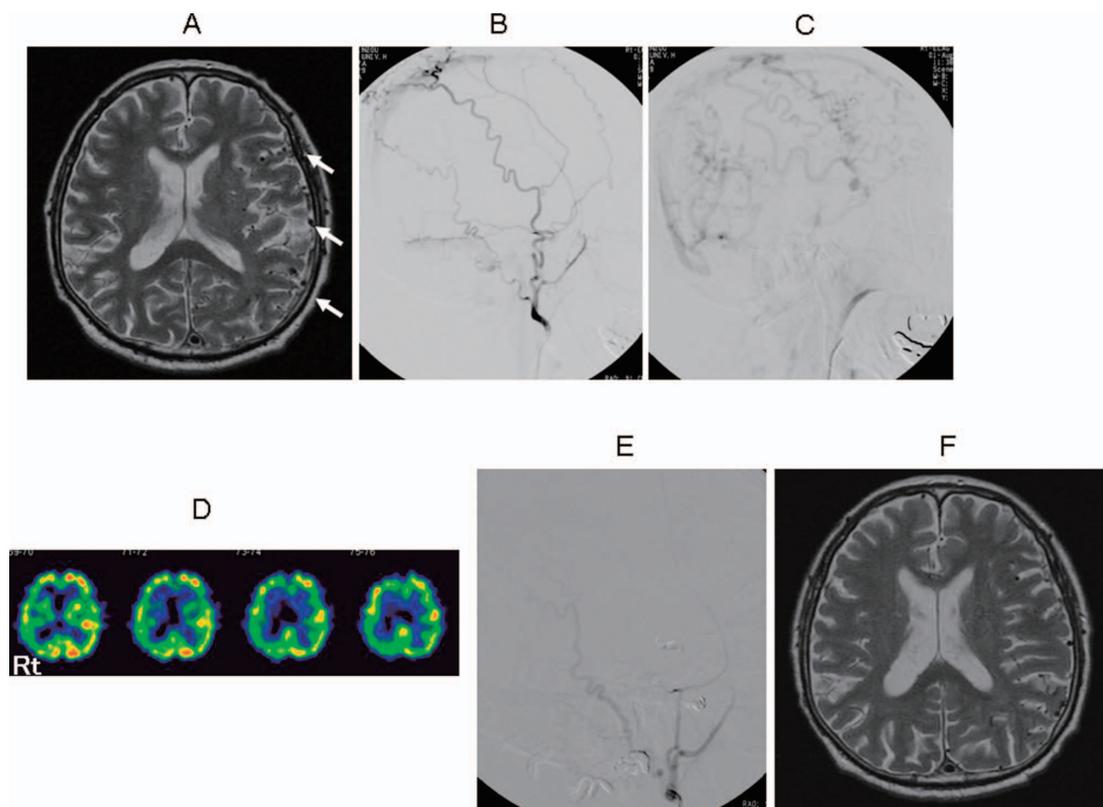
A: MRI T1 weighted image before treatment shows a lot of cortical venous dilatation.
